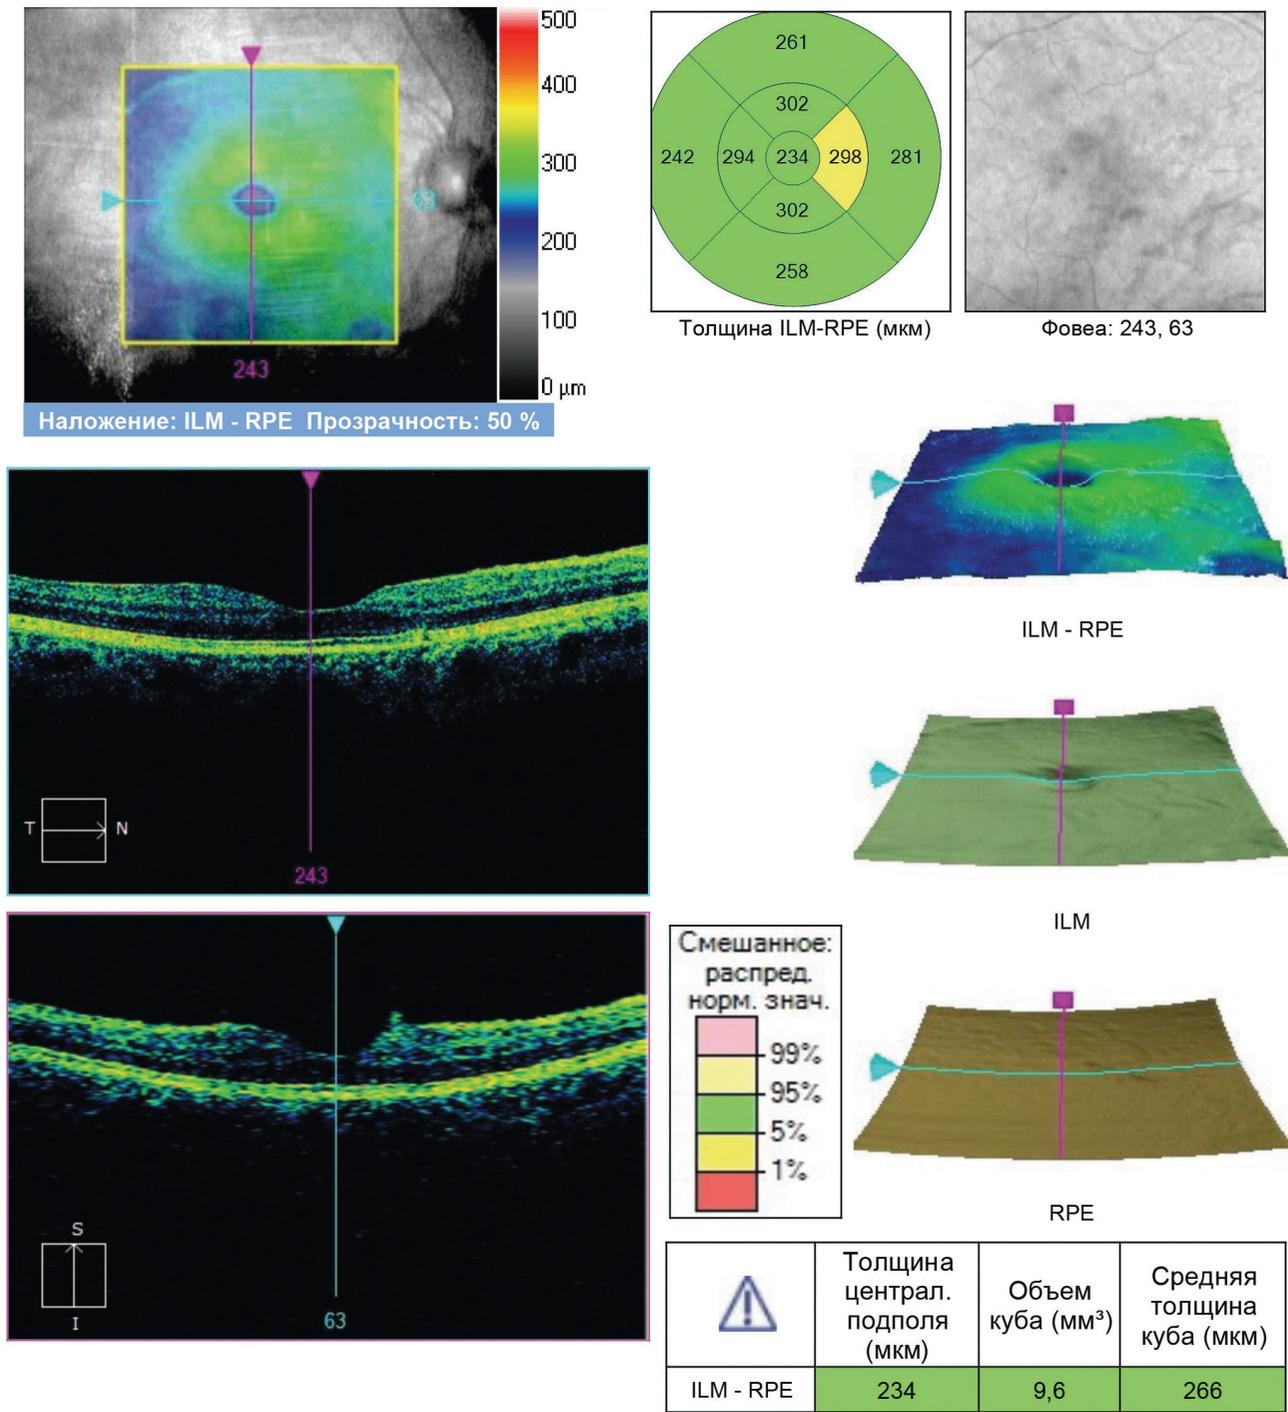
Оптическая когерентная томография макулярной зоны. Сетчатка в макулярной зоне без видимой структурной патологии. Толщина ее в пределах нормы. С носовой стороны прослеживаются признаки эпиретинальной мембраны
